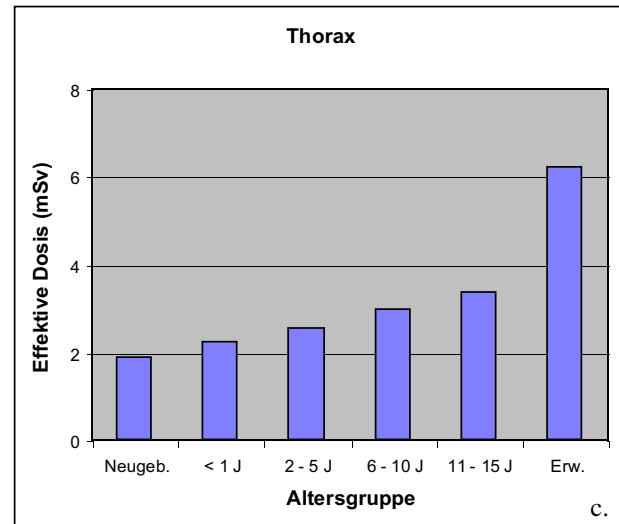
Effektive Dosis (Mittelwerte) in Abhängigkeit vom Patientenalter für die CT-Untersuchungsarten Hirnschädel (a), Gesichtsschädel/Nasennebenhöhlen (b), Thorax (c), Gesamtabdomen (d) und Lendenwirbelsäule (e). Entsprechenden Mittelwerte für Erwachsene entstammen der deutschen MSCT-Umfrage 2002.
